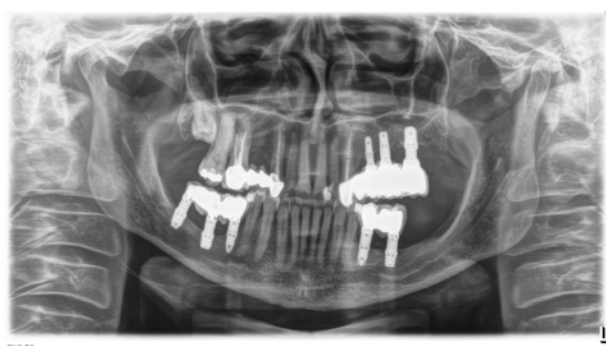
Radiografia aos 8 anos da reabilitação superior e 15 anos da inferior, com o tratamento perfeitamente estável, sem perdas ósseas crestais nem falha dos implantes.
